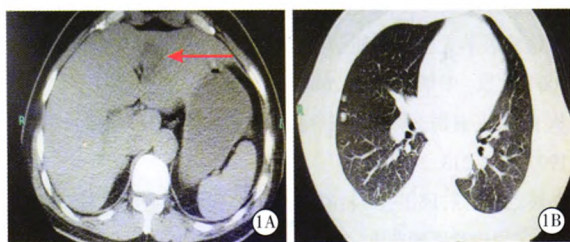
患者入院时 CT 示肝左叶低密度灶(箭头所示, A),胸部 CT 示右肺高密度灶,边界清(B)
